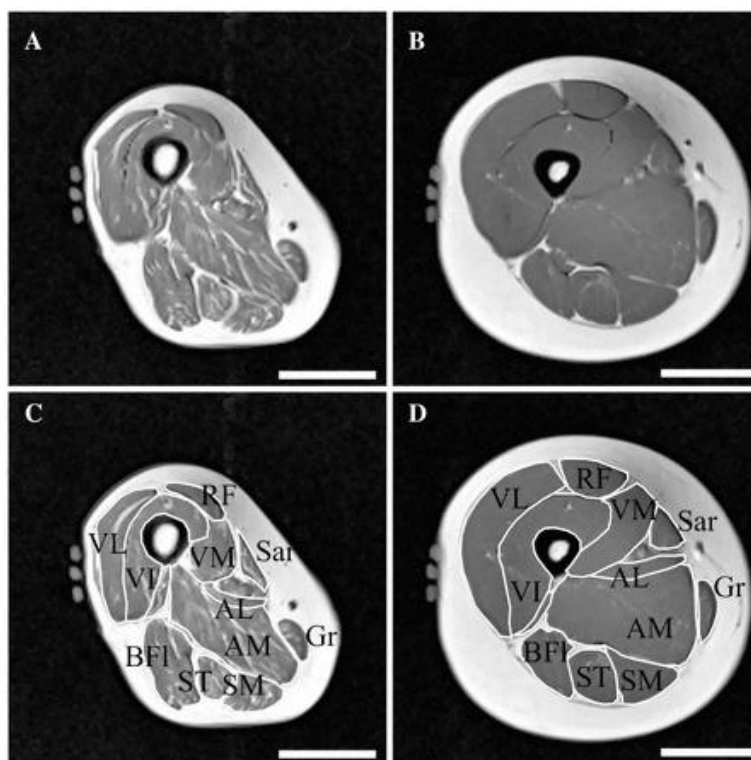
Representação de Ressonância Nuclear Magnética da Coxa.
